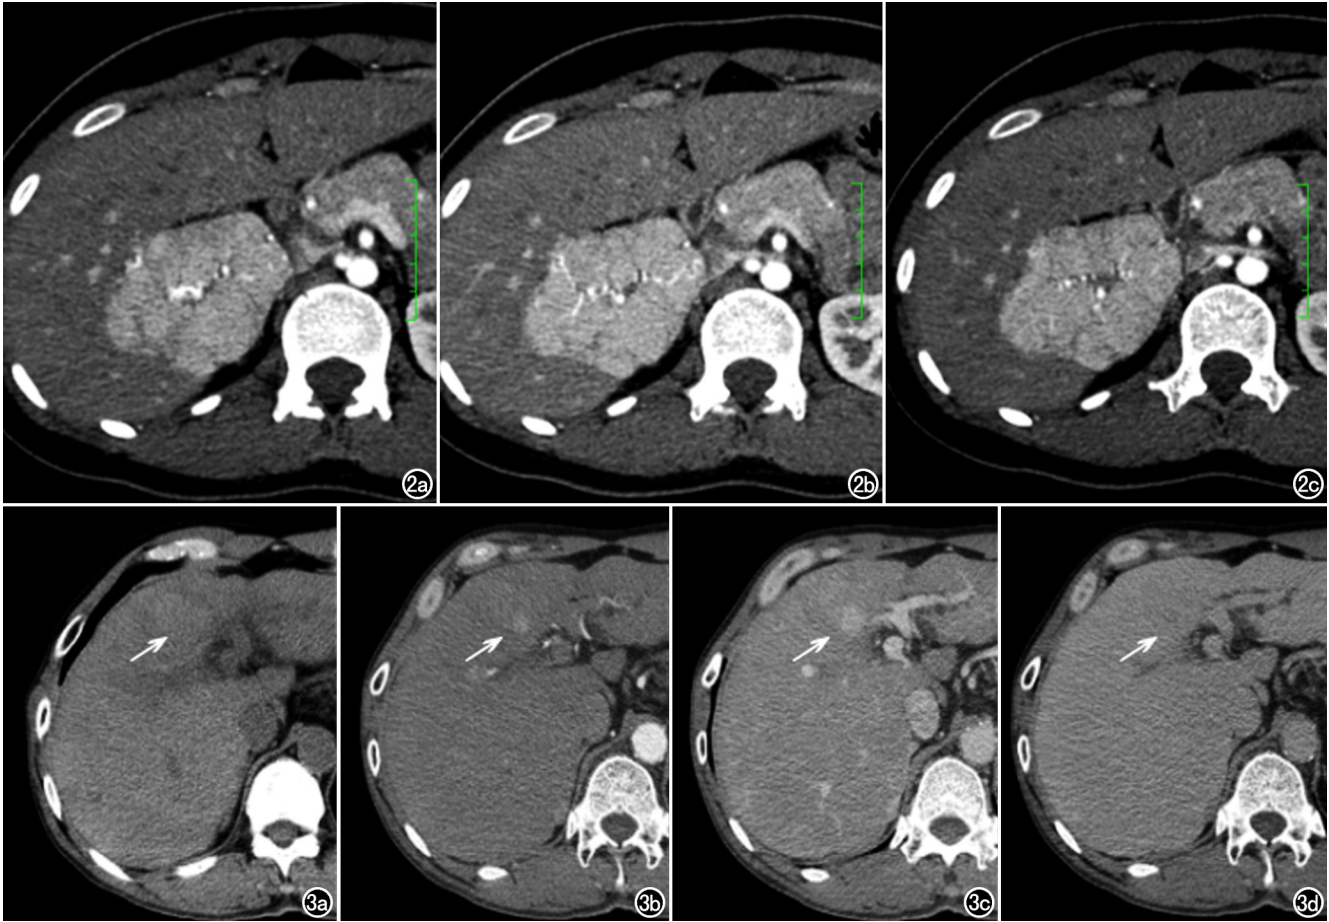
女,25 岁,瘢痕 FNH,CT 增强扫描动脉期显示病灶内沿着瘢痕由中央向周围呈辐射状走行的粗大供血动脉(离心性供血)。a、b、c 图分别为由上至下的 3 个连续层面。图 3 男,51 岁,无瘢痕 FNH。a) CT 平扫期示病灶呈等密度(箭);b) 动脉期示病灶中央部分明显强化,边缘模糊(箭);c) 门脉期示病灶强化范围扩大,由中央向外周填充(箭);d) 平衡期示病灶强化减退,呈等密度改变(箭)。
